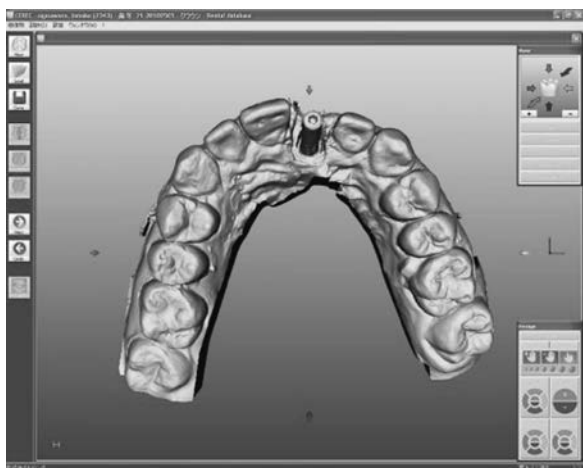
模型のインプラントレプリカ上にガイドピンを付けて、それをCERECでスキャンする。インプラント埋入後のCTデータとCERECから得られたデータをガイドピンを基準にマッチングさせる。
